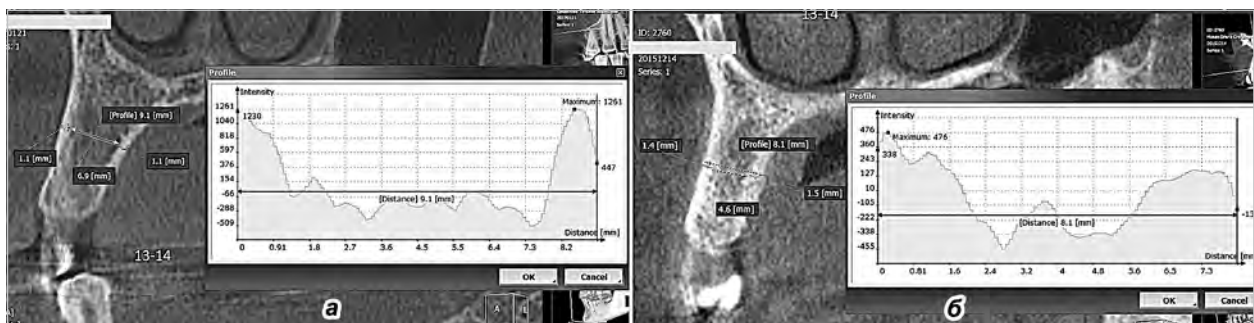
Панорамний реформат нижньої щелепи, визначення кута лінійних розмірів коміркового відростку та шарів його кісткової тканини на рівні 13–14 зубів (КТ-зображення жінки 63 років з адентією (а) та жінки 38 років без адентії (б)).
